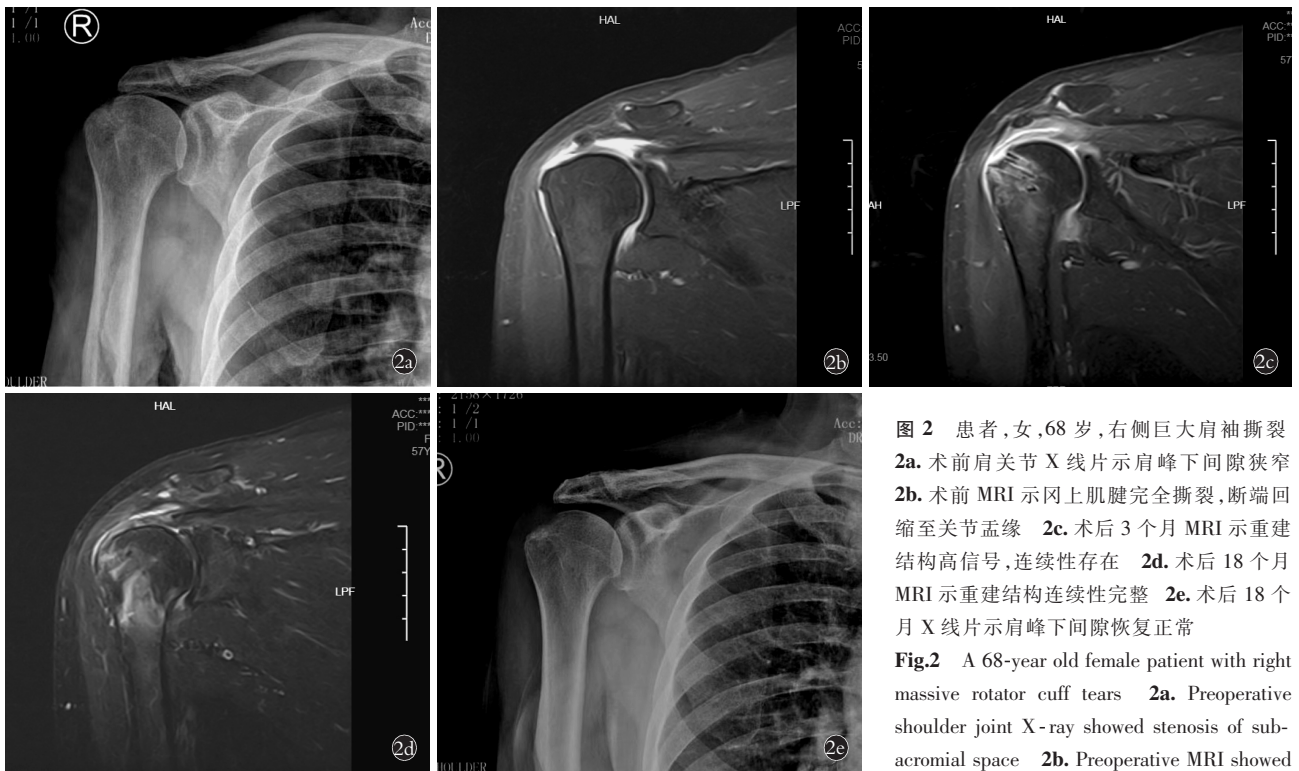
患者,女,68 岁,右侧巨大肩袖撕裂 2a. 术前肩关节 X 线片示肩峰下间隙狭窄 2b. 术前 MRI 示冈上肌腱完全撕裂,断端回缩至关节盂缘 2c. 术后 3 个月 MRI 示重建结构高信号,连续性存在 2d. 术后 18 个月 MRI 示重建结构连续性完整 2e. 术后 18 个月 X 线片示肩峰下间隙恢复正常
